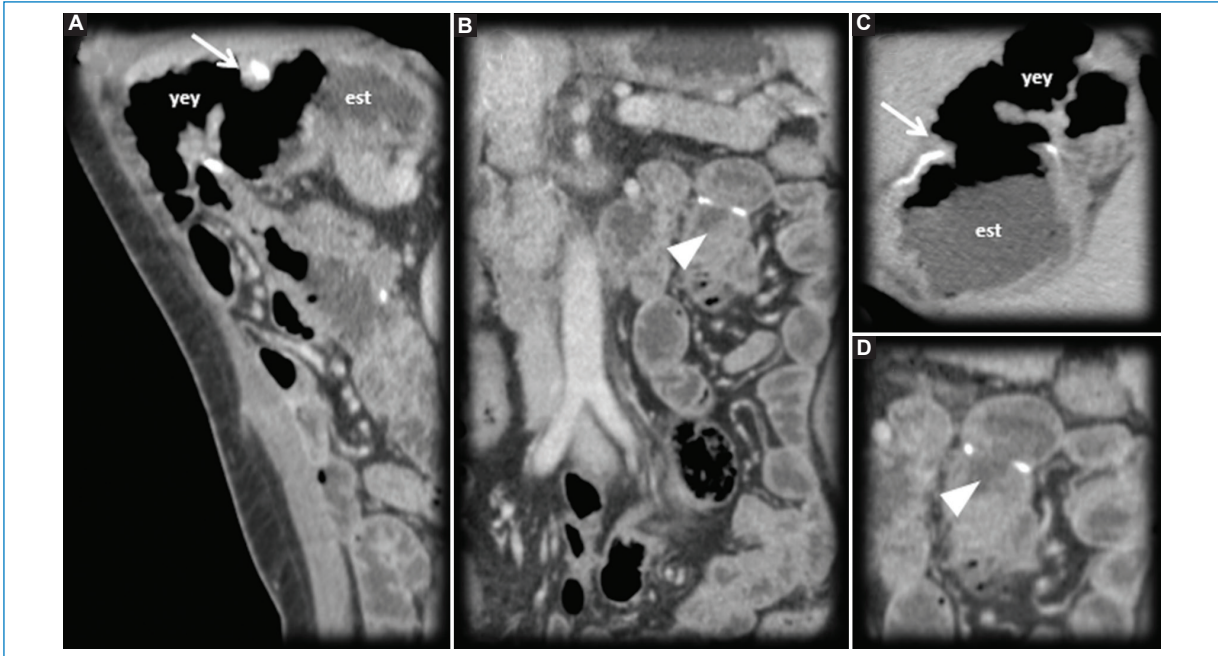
Paciente de sexo femenino, de 72 años. Antecedente de neoplasia gástrica antropilórica. Técnica de gastrectomía parcial o subtotal con reconstrucción en Y de Roux. TC en fase venosa. A: MPR sagital. B: MPR coronal. C y D: cortes axiales. A y C: anastomosis gastroyeyunal (flecha). B y D: anastomosis yeyunoyeyunal (punta de flecha). est: estómago; yey: yeyuno.
